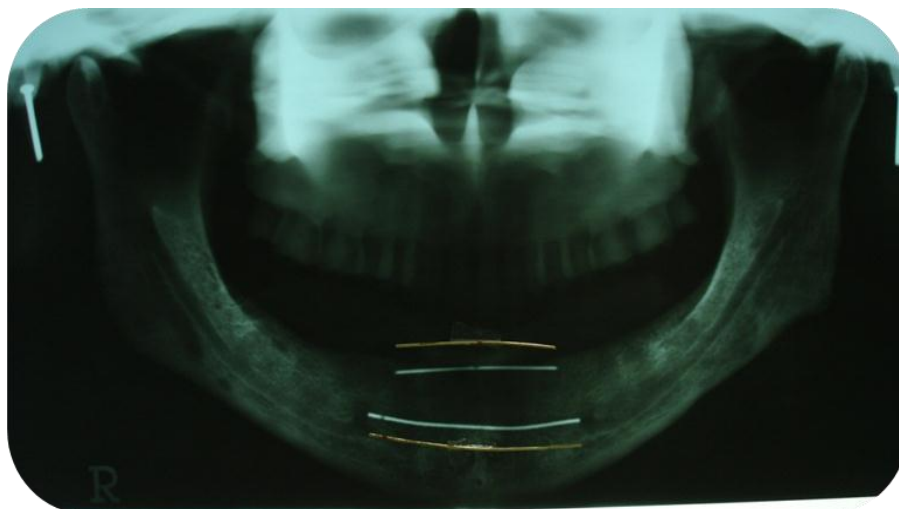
Fio de cobre com o mesmo formato e tamanho da imagem do fio metálico sobreposto à radiografia panorâmica
